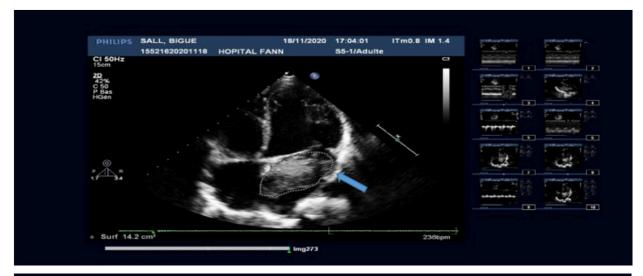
Image échographique d'un myxome dans l'oreillette gauche (flèche).
